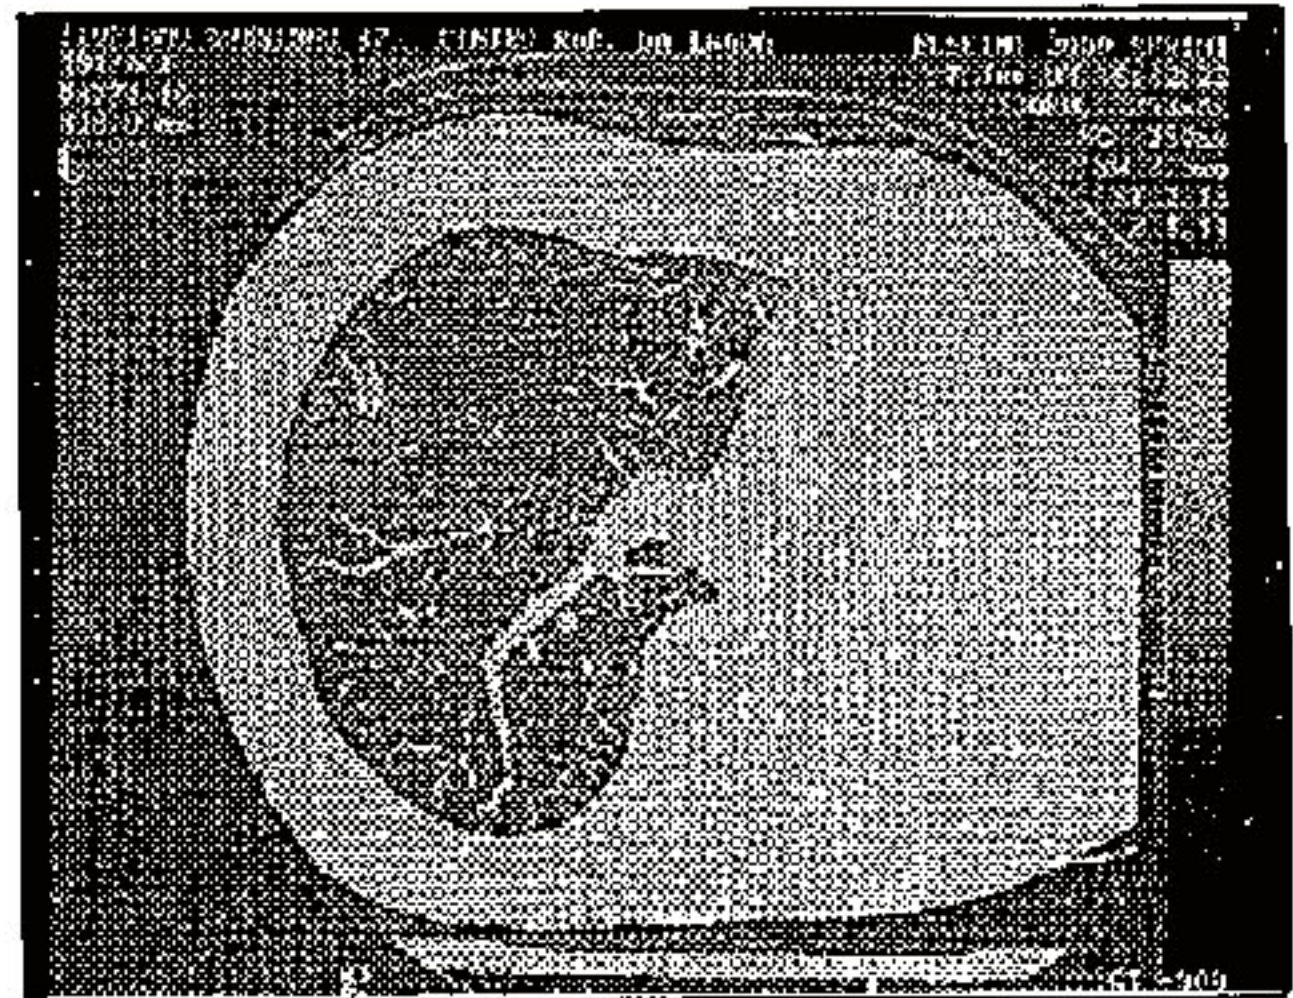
Caso 2: TC de Tx de 7/6/93. Nódulo sólido, espiculado de LSD.
